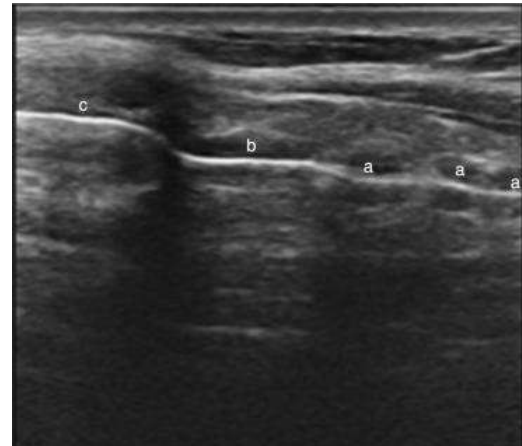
Ultrasonido, eje longitudinal de la VA a nivel de la laringe.
